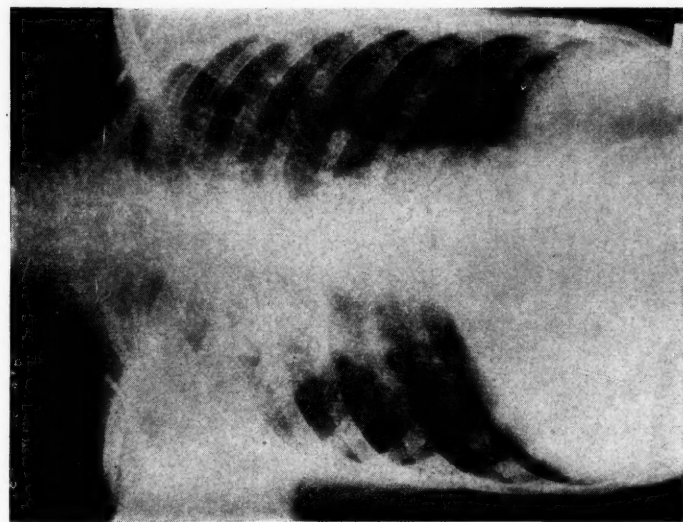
Radiographie prise à l'entrée du malade. Opacités bilatérales à prédominance droite.
